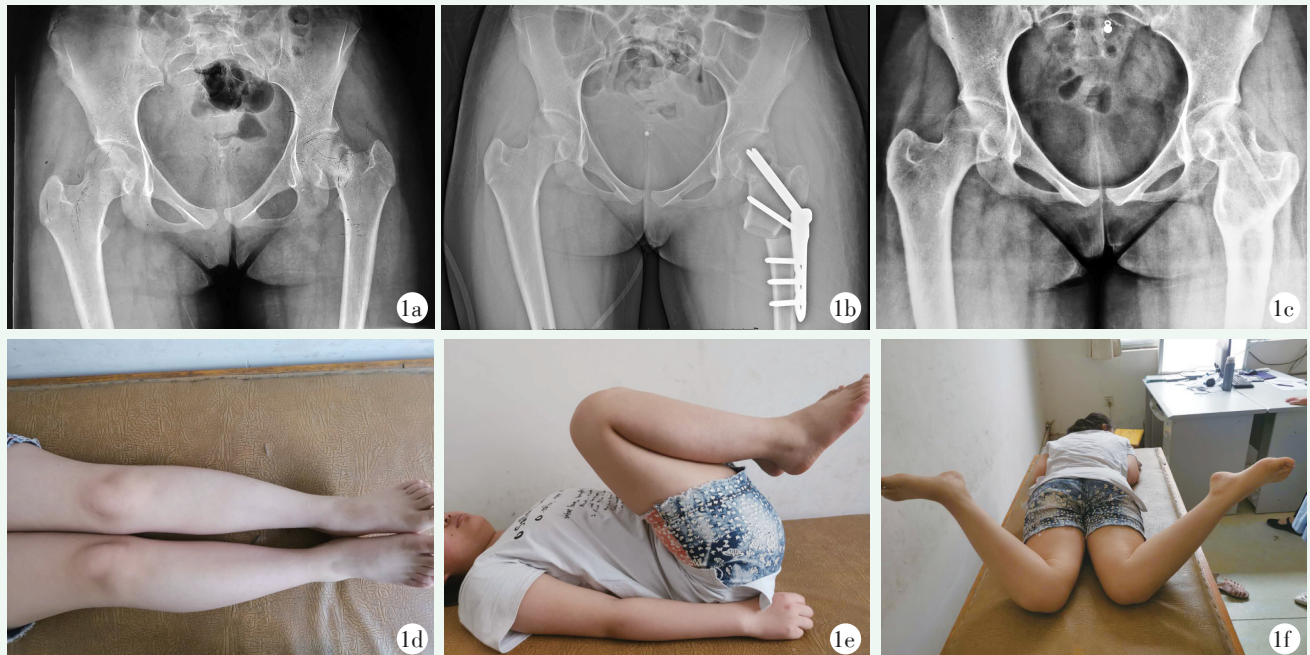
患者，女，14岁，因骑自行车摔伤致左股骨颈骨折，外伤后3个月就诊 1a: 术前行双髋正位X线片示右侧颈干角128°，左侧颈干角114°；左侧股骨颈陈旧性骨折，Pauwels角81°，骨折端部分明显硬化，股骨头向下移位 1b: 行外翻截骨内固定术后双髋正位X线片，左侧颈干角140°，Pauwels角29°，内固定位置良好 1c: 术后20个月，已取出内定物，左股骨颈骨折与截骨愈合良好，髋关节无退变 1d: 术后20个月随访双下肢基本等长 1e, 1f: 双髋屈-伸和旋转活动对称，Harris评分93分
